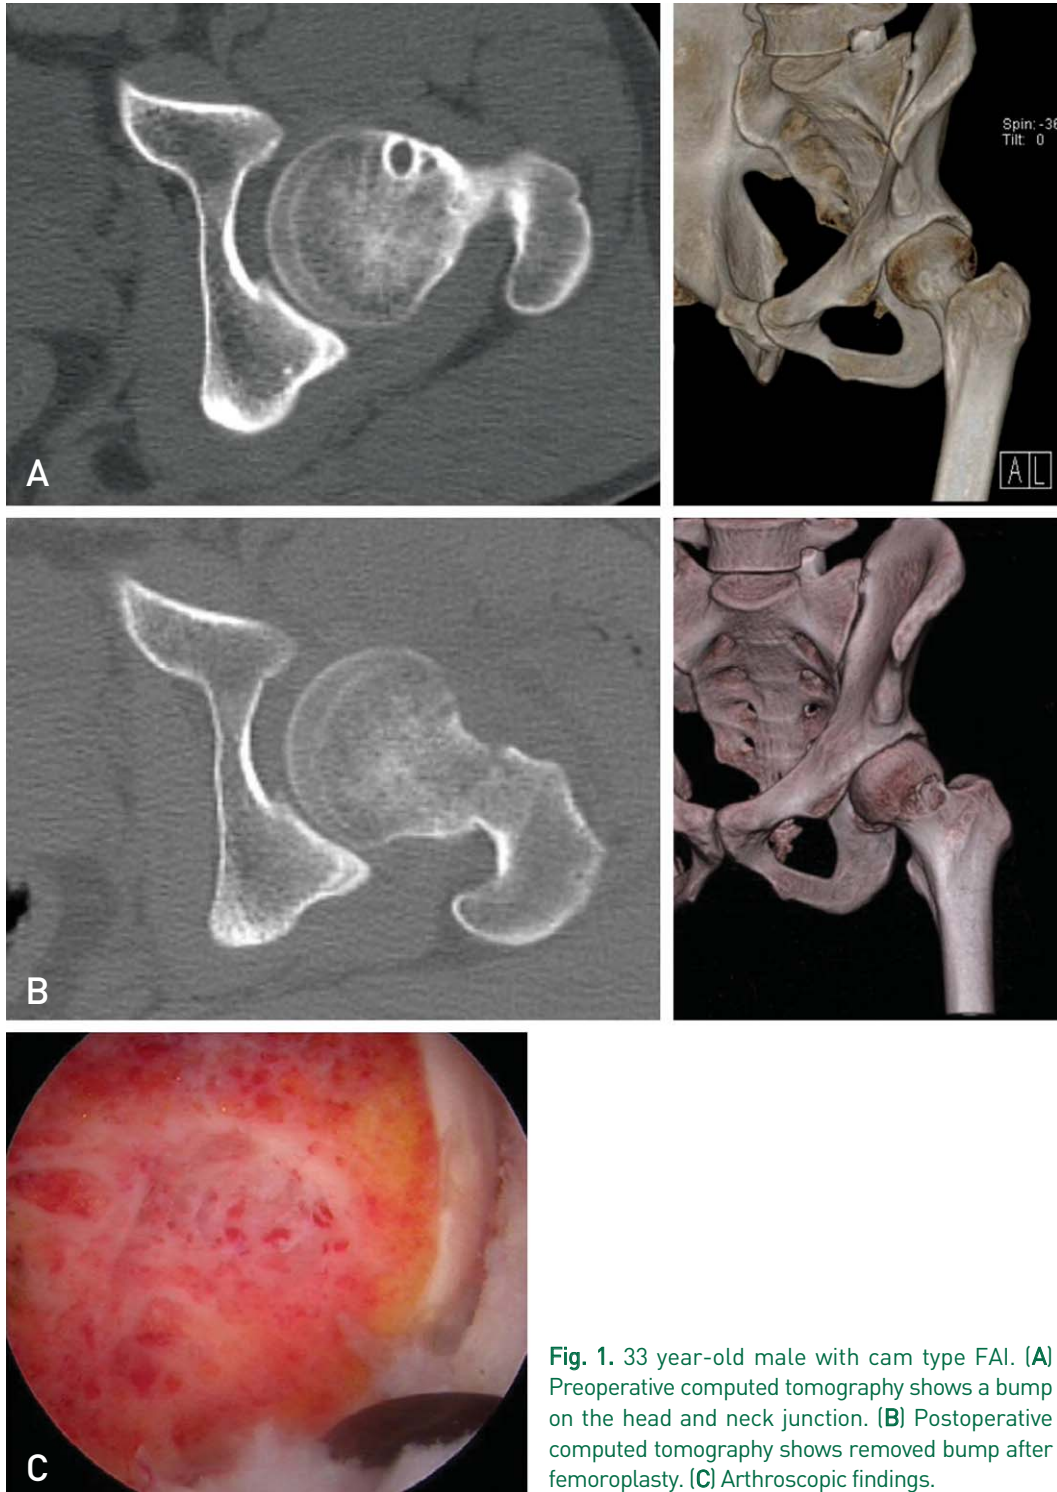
33 year-old male with cam type FAI. (A) Preoperative computed tomography shows a bump on the head and neck junction. (B) Postoperative computed tomography shows removed bump after femoroplasty. (C) Arthroscopic findings.
